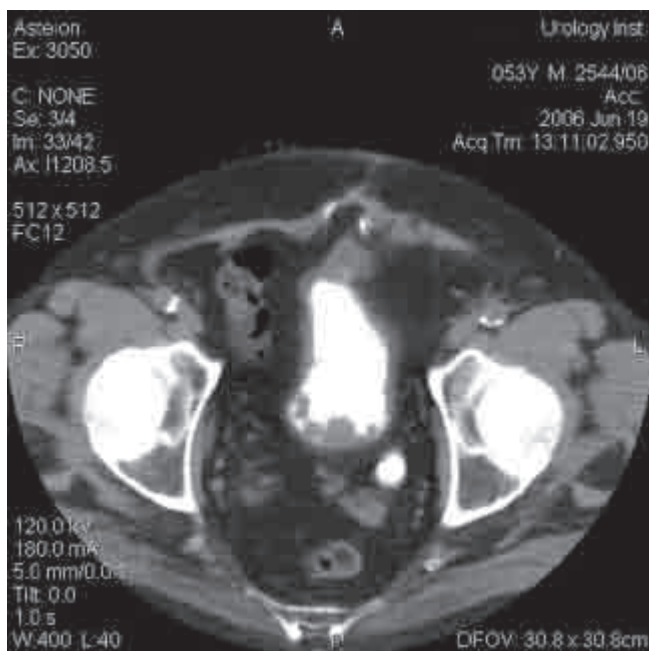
Компьютерная томография органов малого таза (до цистэктомии)
